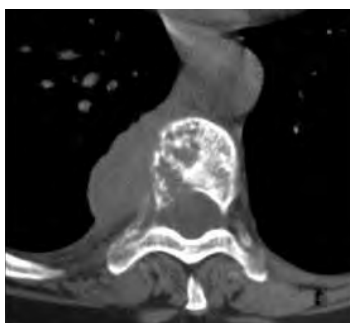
Tall de TC amb el patró radiogràfic de lesió més observat: lesió lítica afectant cos i arc vertebral i extenent-se a parts toves paravertebrales.
